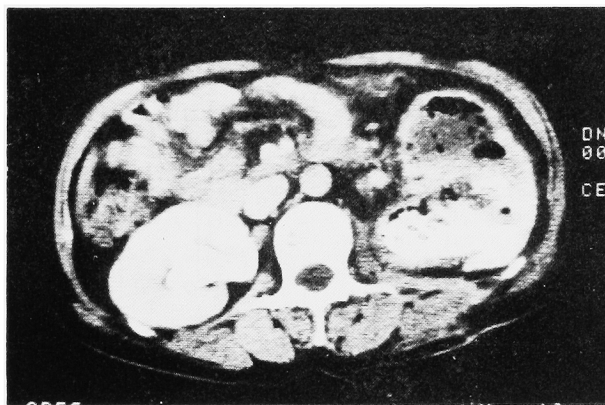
CE-CT reveals the presence of gas in the parenchyma and pyelocalyceal system.
